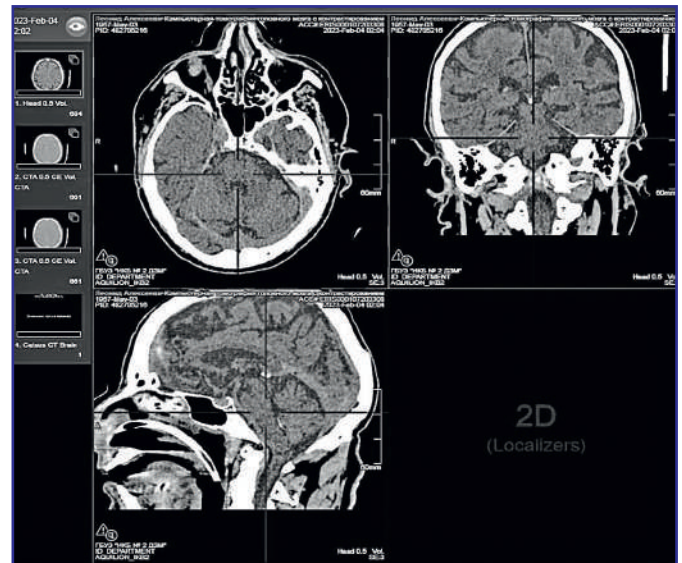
Рентген головного мозга с контрастом пациента Ш. от 04.02.2023 г. [составлено авторами] / CT of the brain with contrast of patient Sh. from 04.02.2023 [compiled by the authors]
